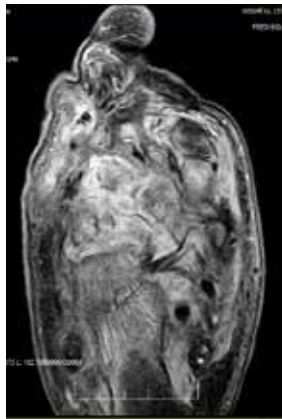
Resonancia Magnética (RM) de Pie Derecho: importantes cambios inflamatorios de partes blandas visualizando varias colecciones abscesificadas; algunas de ellas contactan con soluciones de continuidad cutáneas y subcutáneas y que por las características de su señal y comportamiento tras la administración de contraste sugieren probables abscesos con trayectos fistulosos a piel
